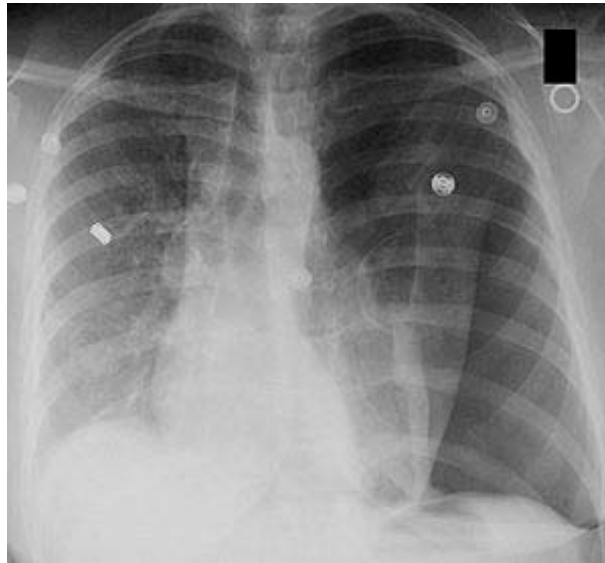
Aspect radiographique de pneumothorax gauche complet et compressif, avec déviation médiastinale et trachéale controlatérale.[74]
